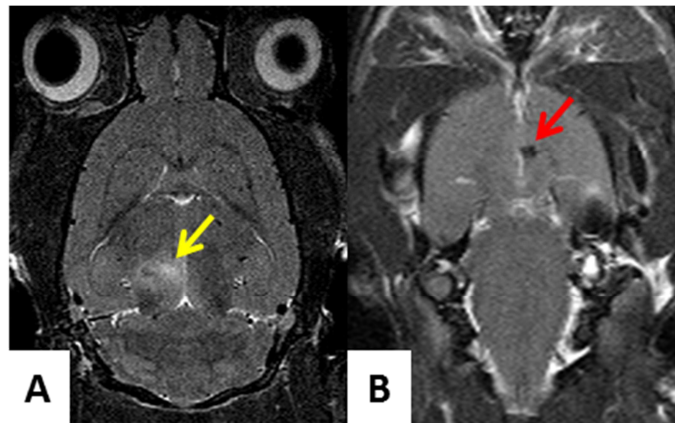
Exemples de dommages visibles sur une image pondérée T_2 suite à une expérience d'ouverture de BHE par ultrasons focale à pression acoustique excessive. A. La flèche jaune indique un œdème se traduisant par un hypersignal dû à l'épanchement liquidien. B. La flèche rouge indique une hémorragie se traduisant par un hyposignal dû à la présence de fer dans le sang.
